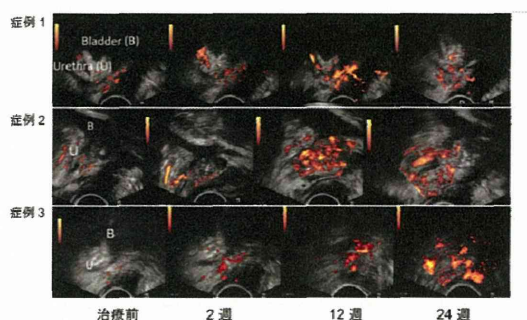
経直腸的造影超音波検査による、注入部の血流の評価
